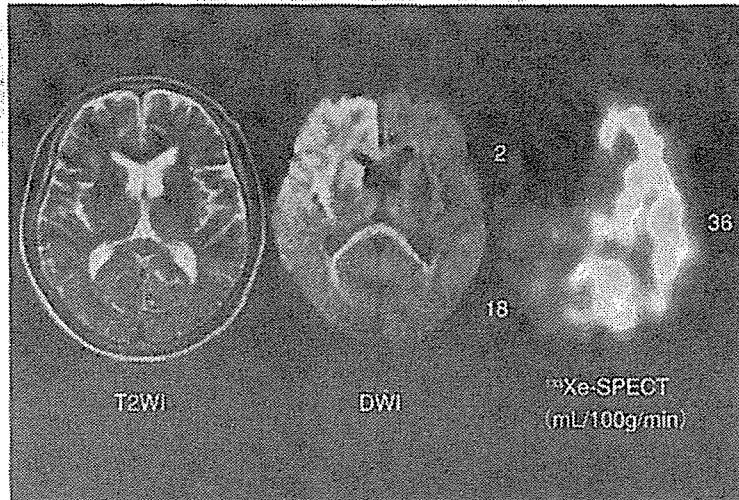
図2の症例の発症から2時間後のMRIと2時間15分後の $^{133}\text{Xe}$ -SPECT (数字は中大脳動脈領域の平均脳血流量, 右側は前方と後方に分けて測定)
